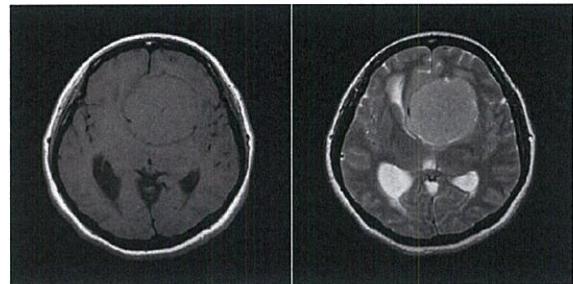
手術前 MRI: 腫瘍は T1WI で等信号、T2WI で高信号。
